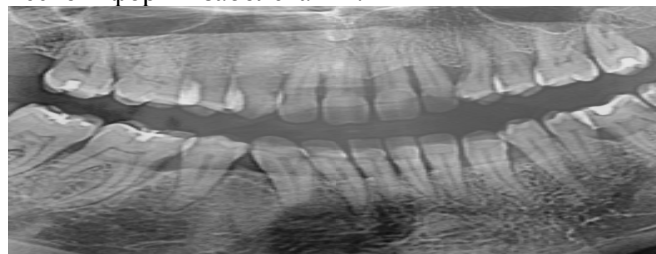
Ортопантомограмма. Определяется лакунарная деструкция костной ткани верхней и нижней челюстей.
